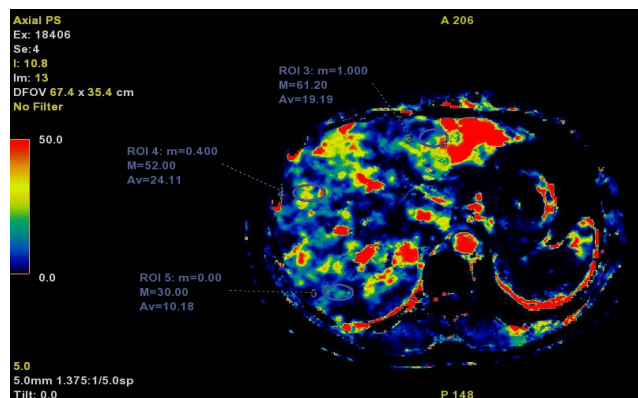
Функциональные перфузионные карты печени пациентки И. с НАЖБП, в установленных областях интереса (ROI) в III, VII, VIII сегментах, где представлены параметры: m – минимальный показатель перфузии, M – максимальный показатель перфузии, Av – среднее значение перфузии
